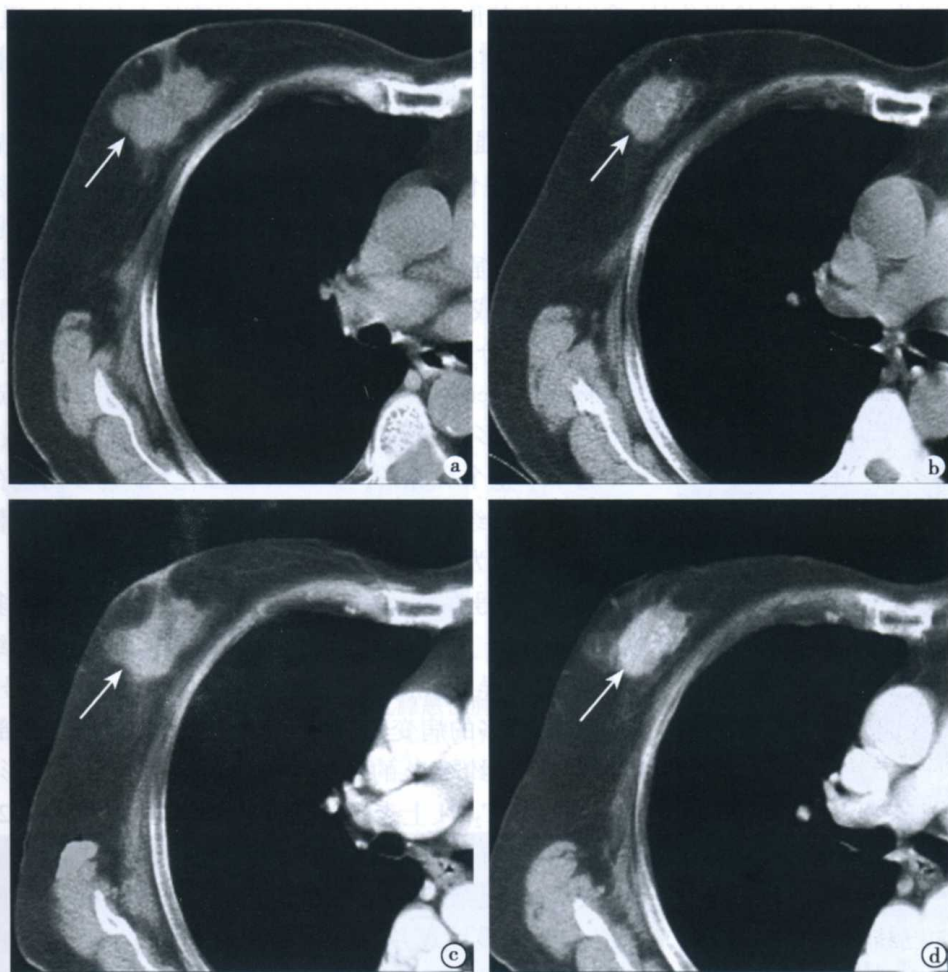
右乳腺恶性肿瘤(乳腺癌)CT 表现
